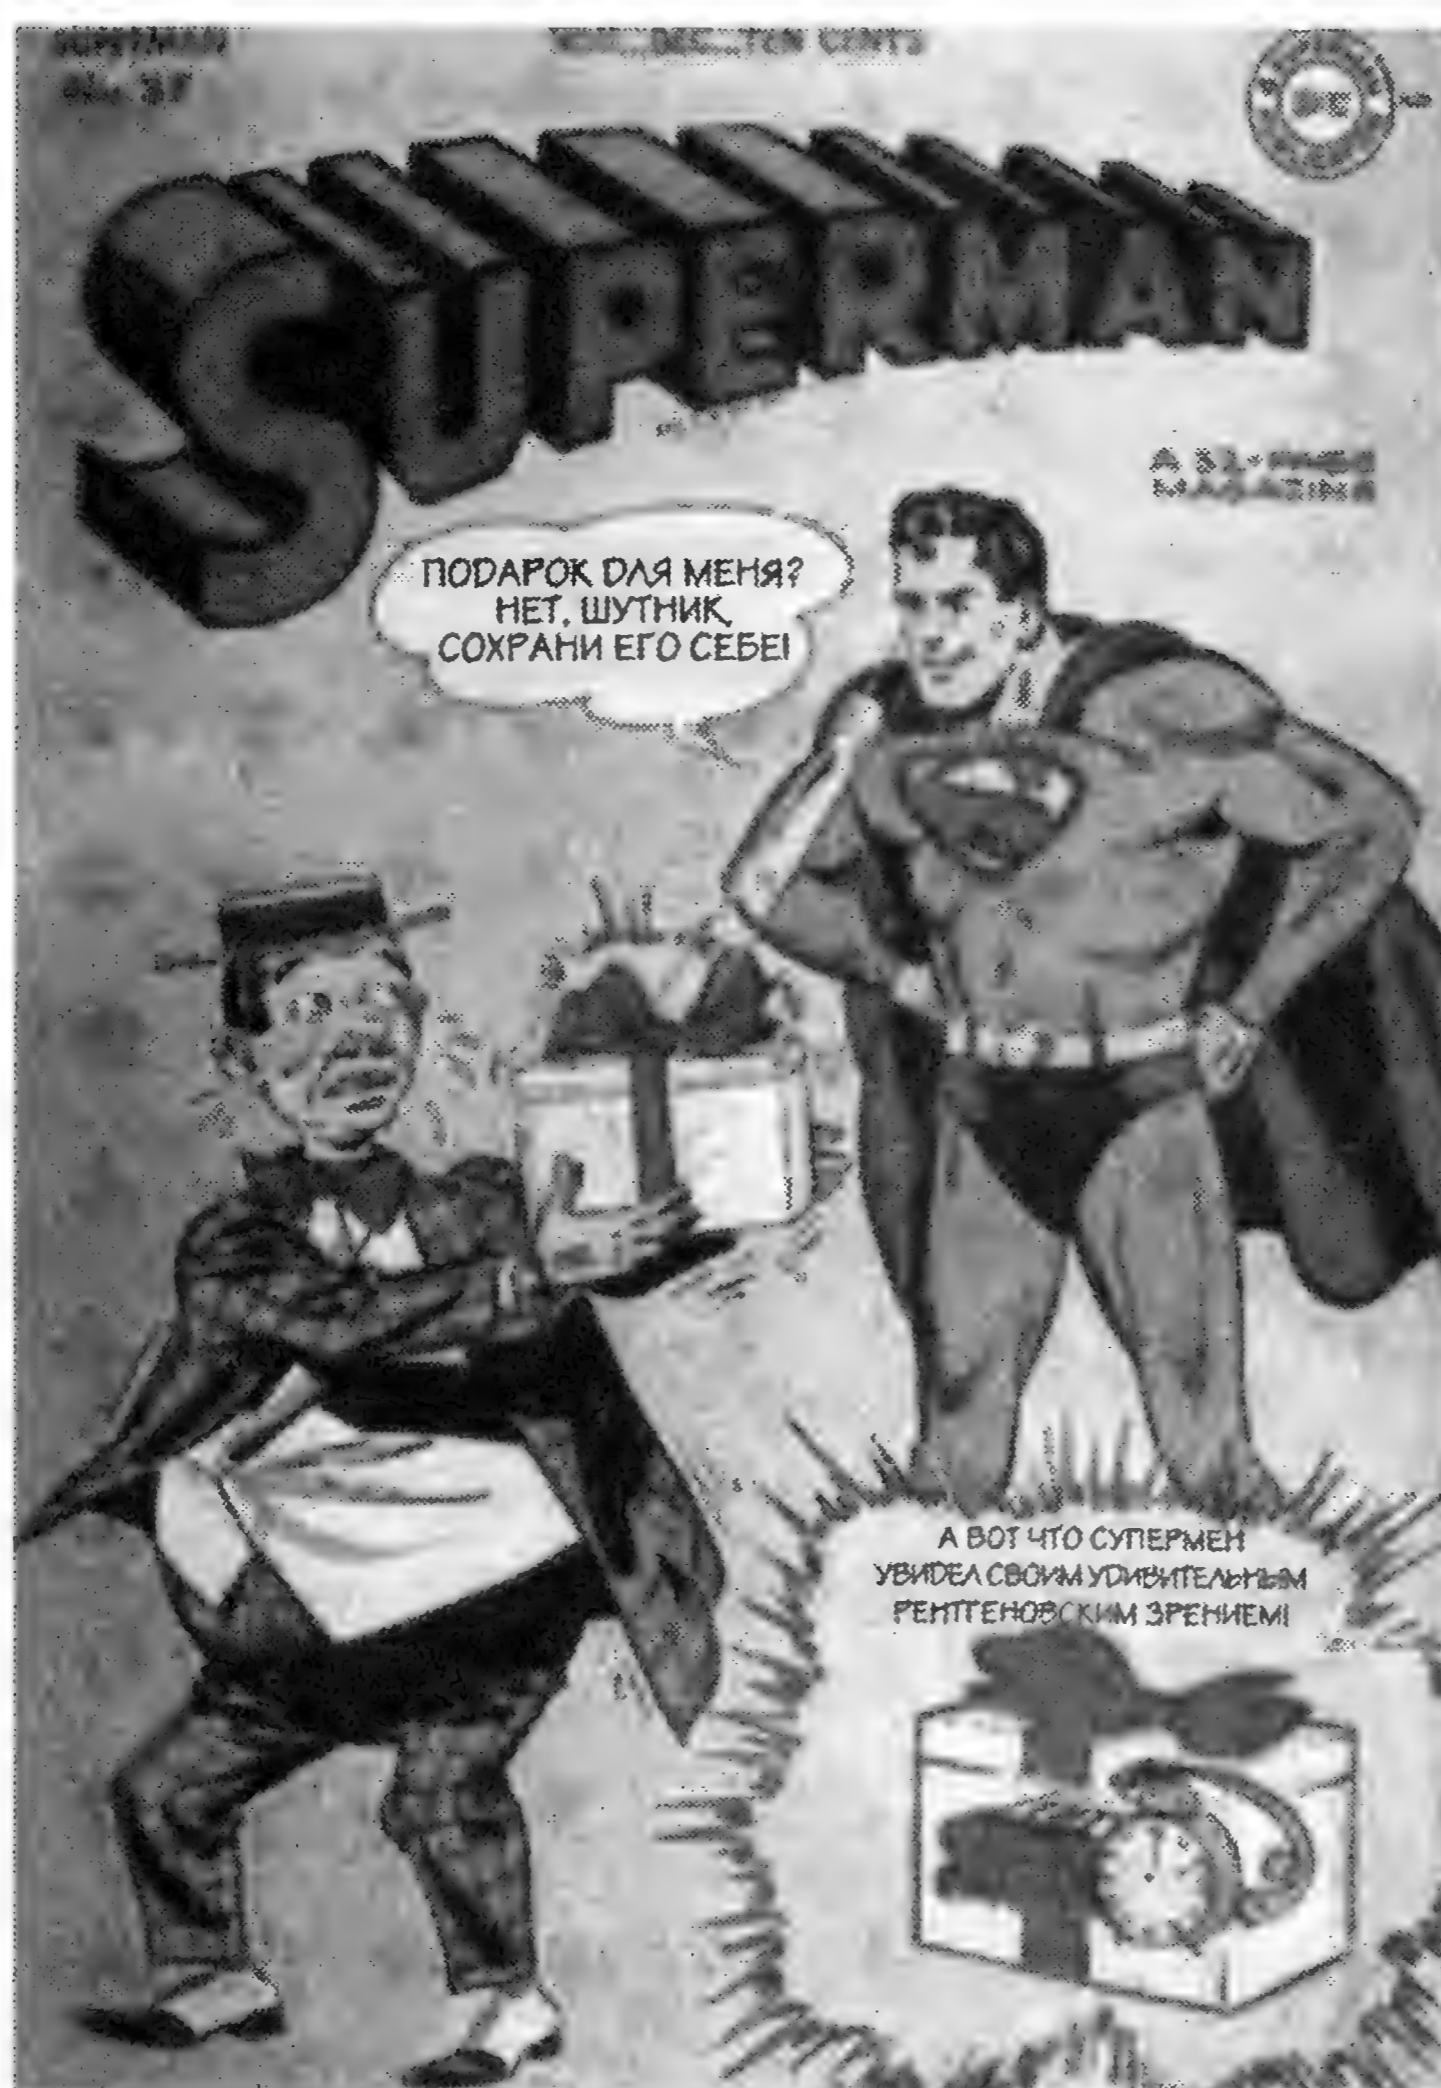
«Рентгеновское зрение Супермена» олицетворяет интуитивные представления многих людей относительно излучения из глаз.
